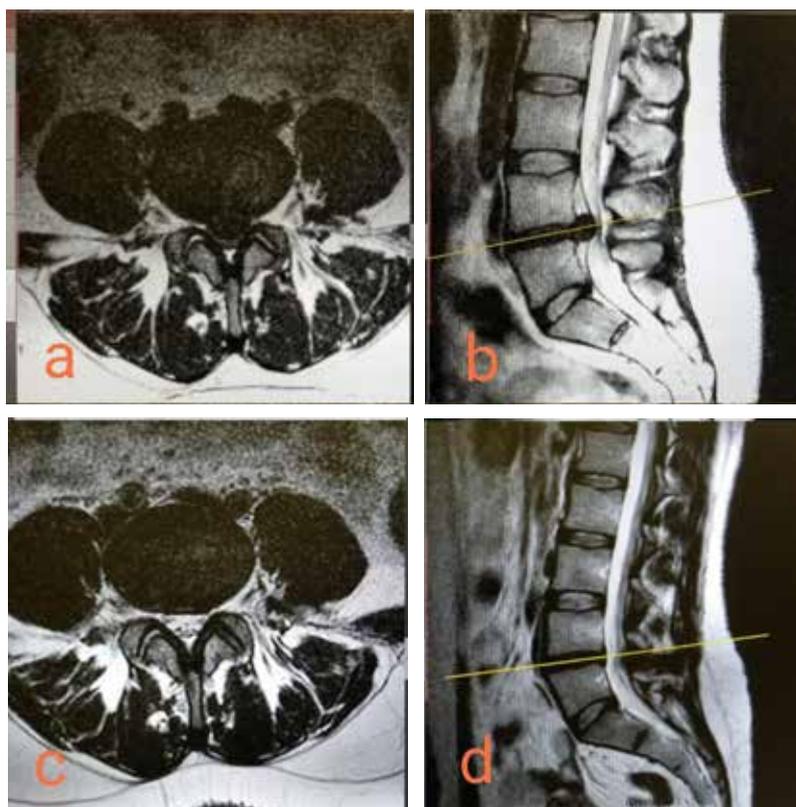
МРТ до (а, b) и после (с, d) операции. Срединная грыжа LIV-LV в виде протрузии с двусторонней радикулярной симптоматикой. На дооперационных снимках определяются признаки ретролистеза LIV.
